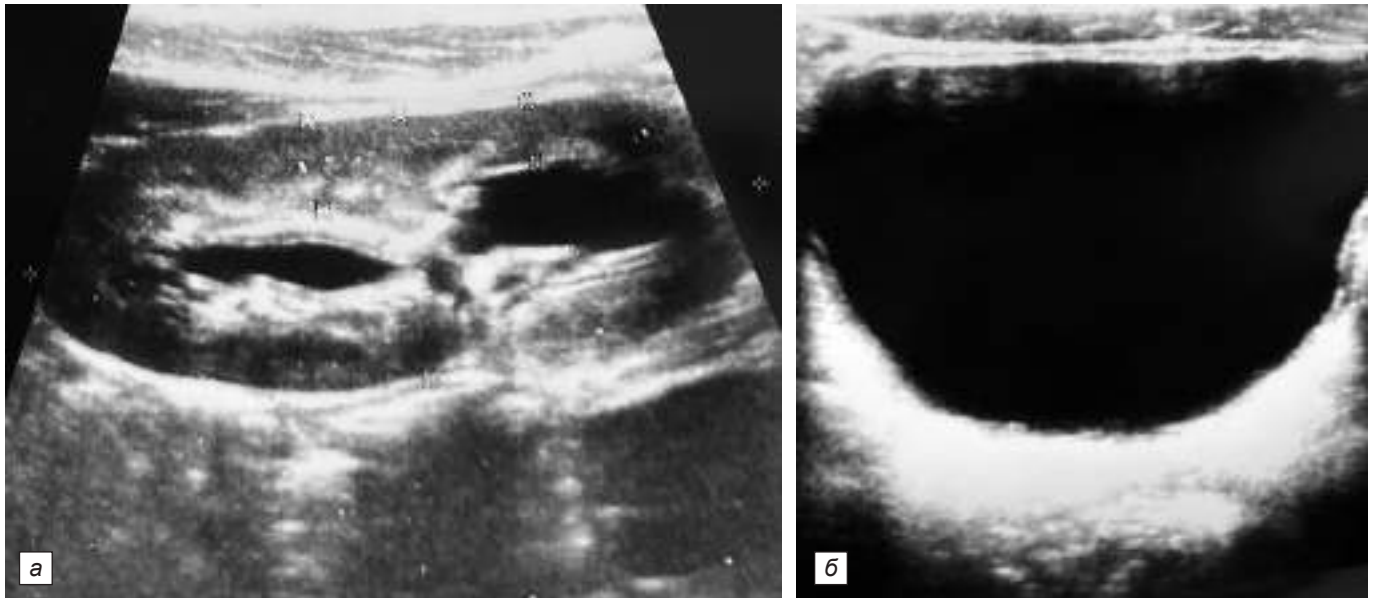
УЗИ в В-режиме девочки П. 12 лет, состояние после уретероцистоанастомоза: *а* – правая почка с умеренной пиелоектазией до 6 мм; *б* – мочевой пузырь, мочеточник не расширен.
